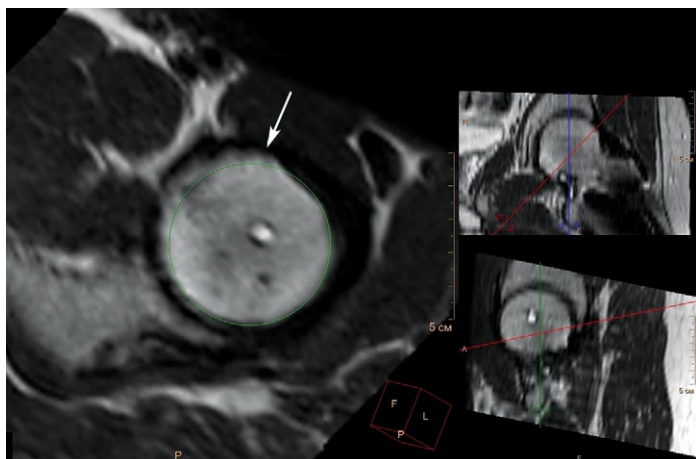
МРТ левого тазобедренного сустава пациента 18 лет 7 мес. через 5 лет 2 мес. после операции, радиальный срез на уровне перехода «головка – шейка», перпендикулярный оси шейки бедренной кости, T2-взвешенное изображение). Деформация перехода «головка – шейка» (обозначена стрелкой) — избыток костной массы в передневерхней части перехода, нарушающий сферичность головки бедренной кости
